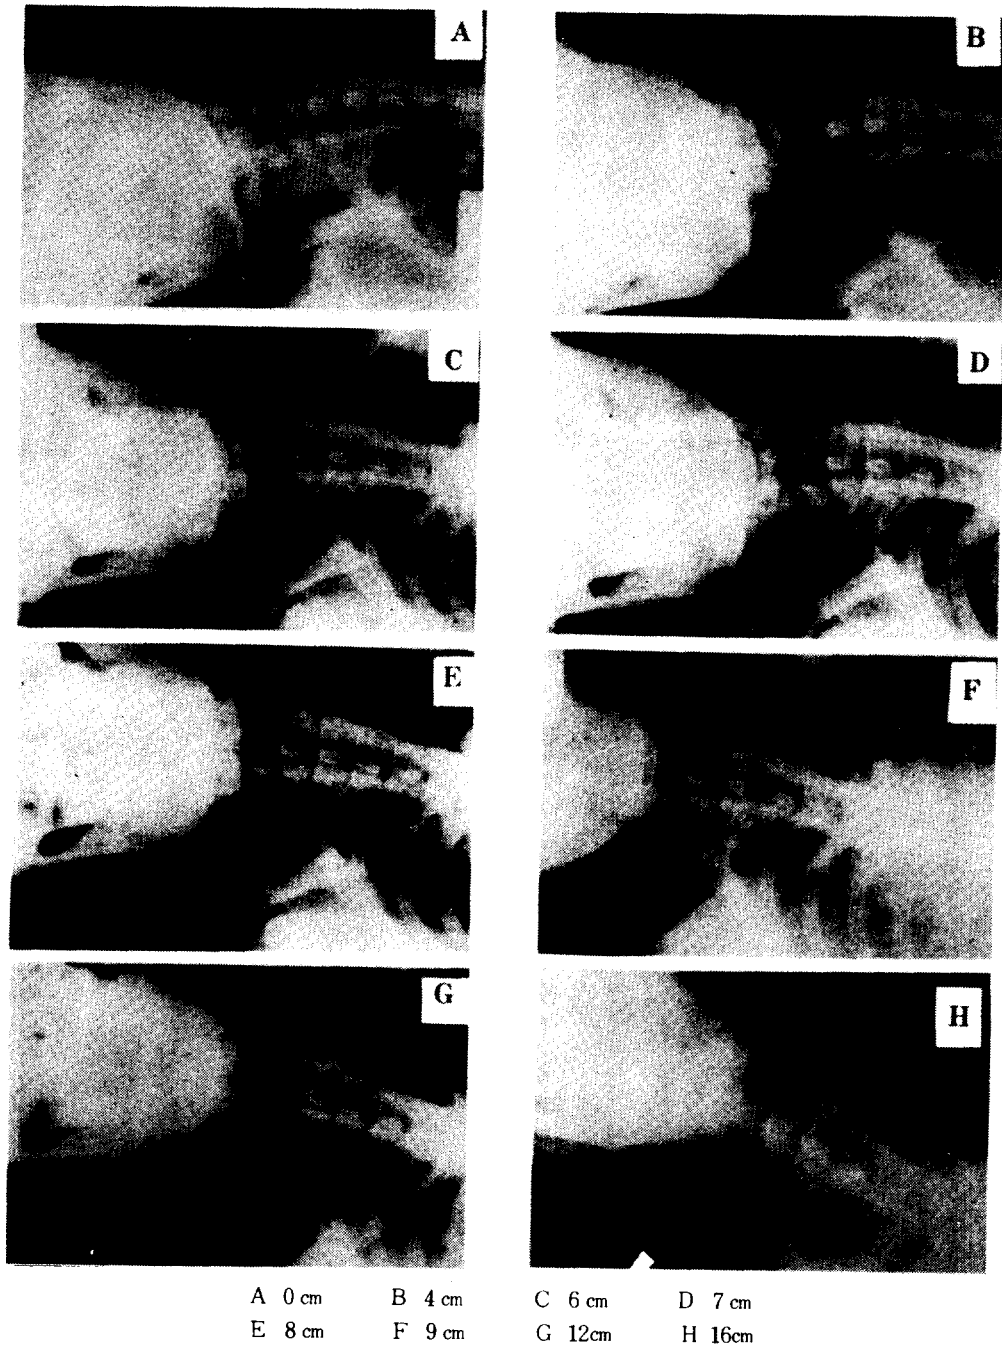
The X-ray film of the cervical vertebrae (female, lying her side).
